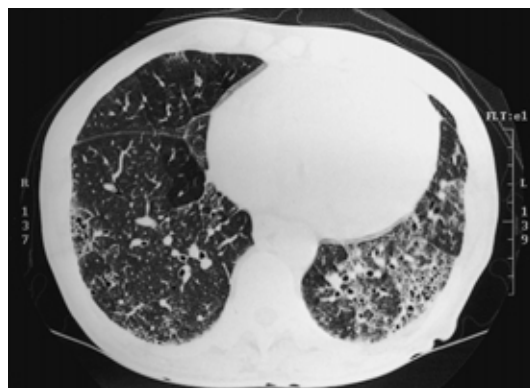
Chest CT on admission revealing traction bronchiolectasis in the left lower lung field, panlobular ground-glass opacities in the right middle and lower lung fields, and thickening of the bronchovascular bundle.
